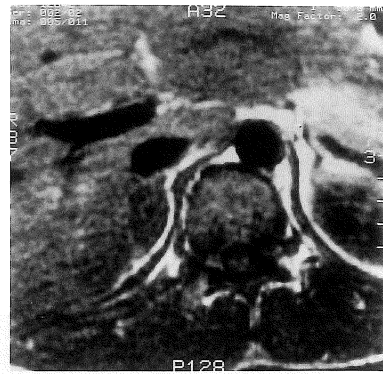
Case 2, MR image on 2 days after trauma. T<sub>1</sub>-WI demonstrates a low intensity mass of the right adrenal gland (asterisk).
